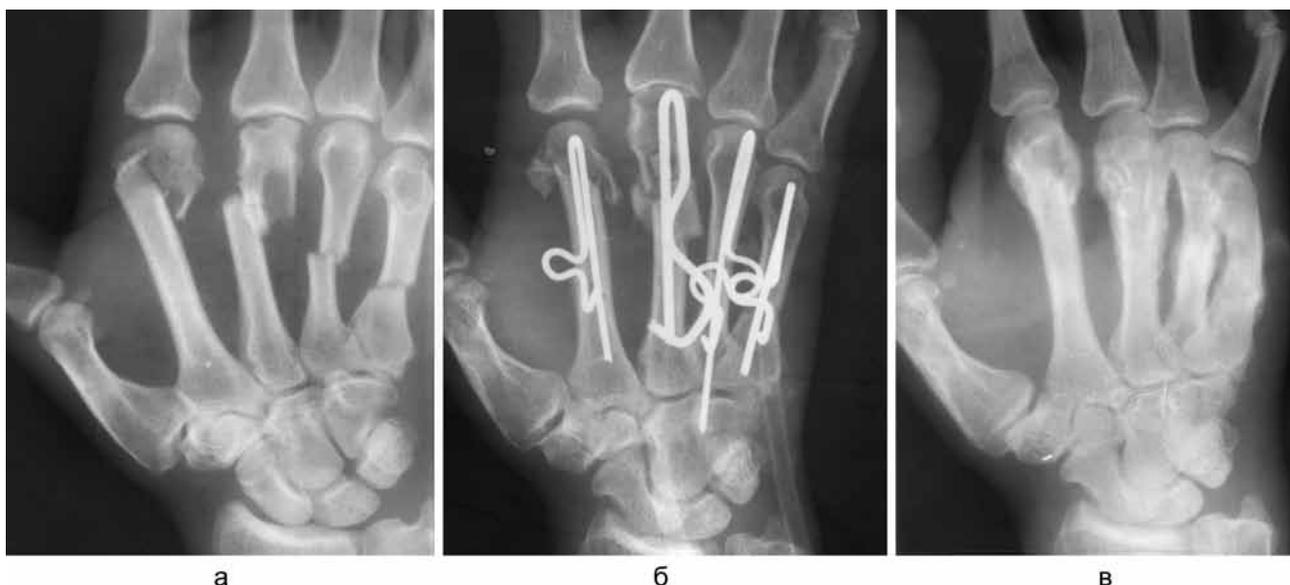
Фото рентгенограмм больного К., 29 лет, с переломами II-V пястных костей: а – до лечения, б – через 26 суток после остеосинтеза; в – через 2 недели после удаления конструкций
